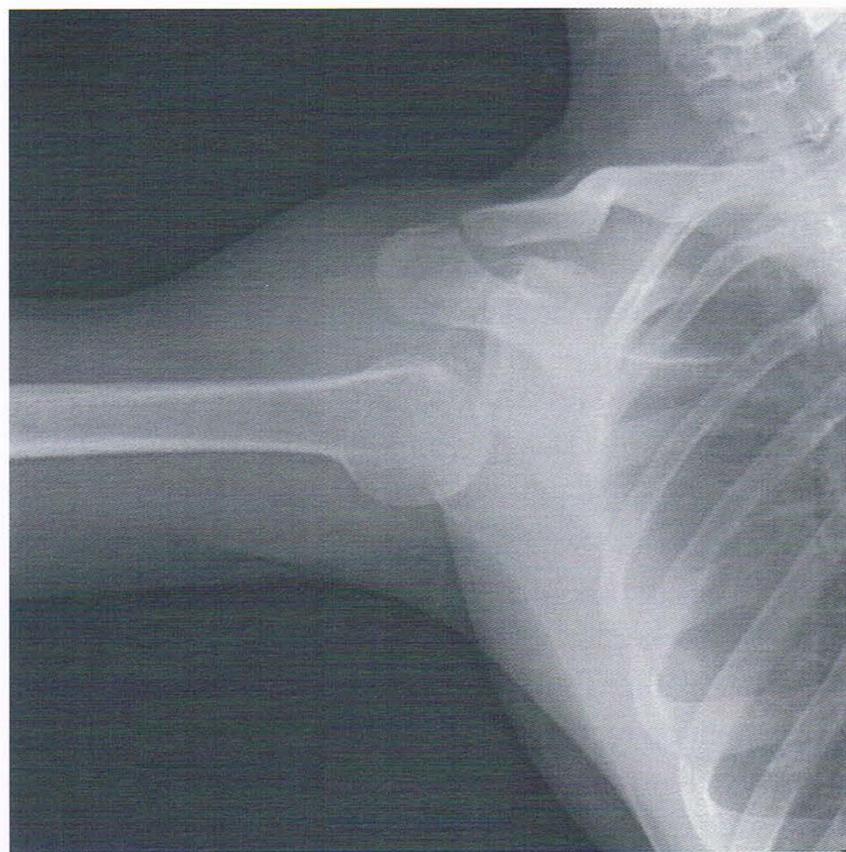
Radiographie de l'épaule droite montrant la luxation erecta avec une abduction de plus de 90° et la tête humérale sous la glène.
